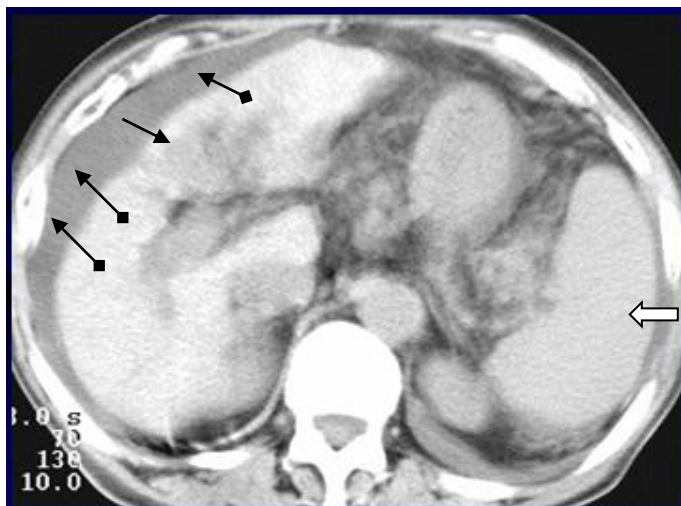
Компьютерная томограмма брюшной полости на уровне Т<sub>12</sub>. Печень увеличена в размере, контуры неровные, бугристые, структура неоднородная (стрелка). Асцит (стрелки с ромбами). Селезенка увеличена (фигурная стрелка). Цирроз печени
